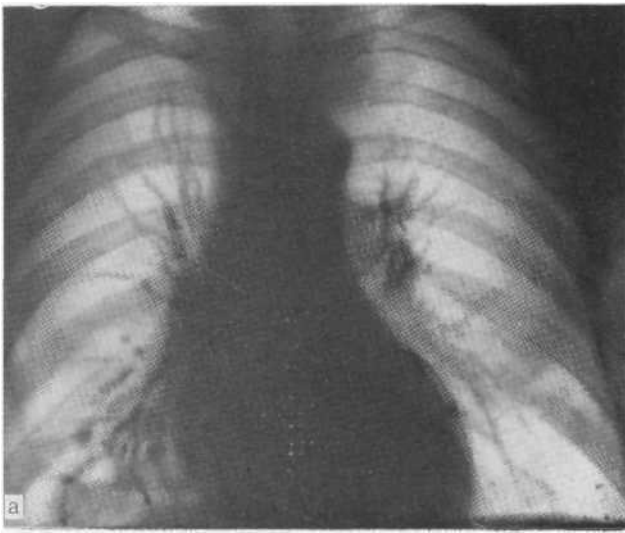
Обзорная рентгенограмма: (а) справа над диафрагмой видна небольших размеров полость с уровнем жидкости и пневмоническим затемнением вокруг. На боковой томограмме (б) определяется уменьшенная в размерах нижняя зона правого легкого. При бронхоскопии в просвете нижнезонального бронха обнаружено неконтрастное инородное тело, закупорившее бронх и обусловившее ретроstenотический пневмонит.
